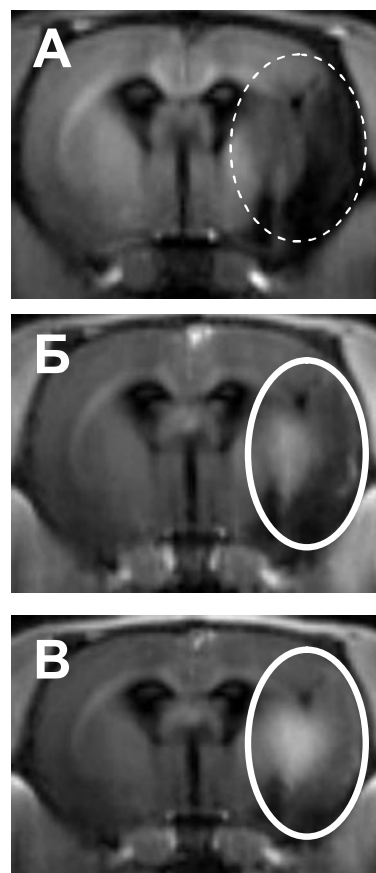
Нарушение ГЭБ через 5 ч после реперфузии на T1-взвешенных изображениях (T1ВИ). А – T1ВИ до введения контраста; Б – T1ВИ через 5 мин после введения контраста; В - T1ВИ через 20 мин после введения контраста. Пунктирным овалом отмечена ишемическая область (гипоинтенсивный сигнал). Сплошным овалом отмечена ишемическая область с нарушением ГЭБ (гиперинтенсивный сигнал).
